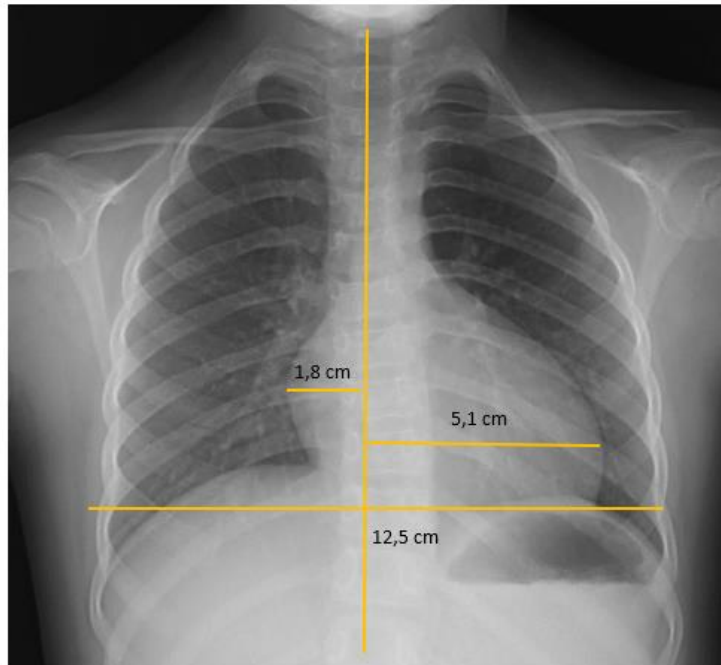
Radiografía simple de tórax
